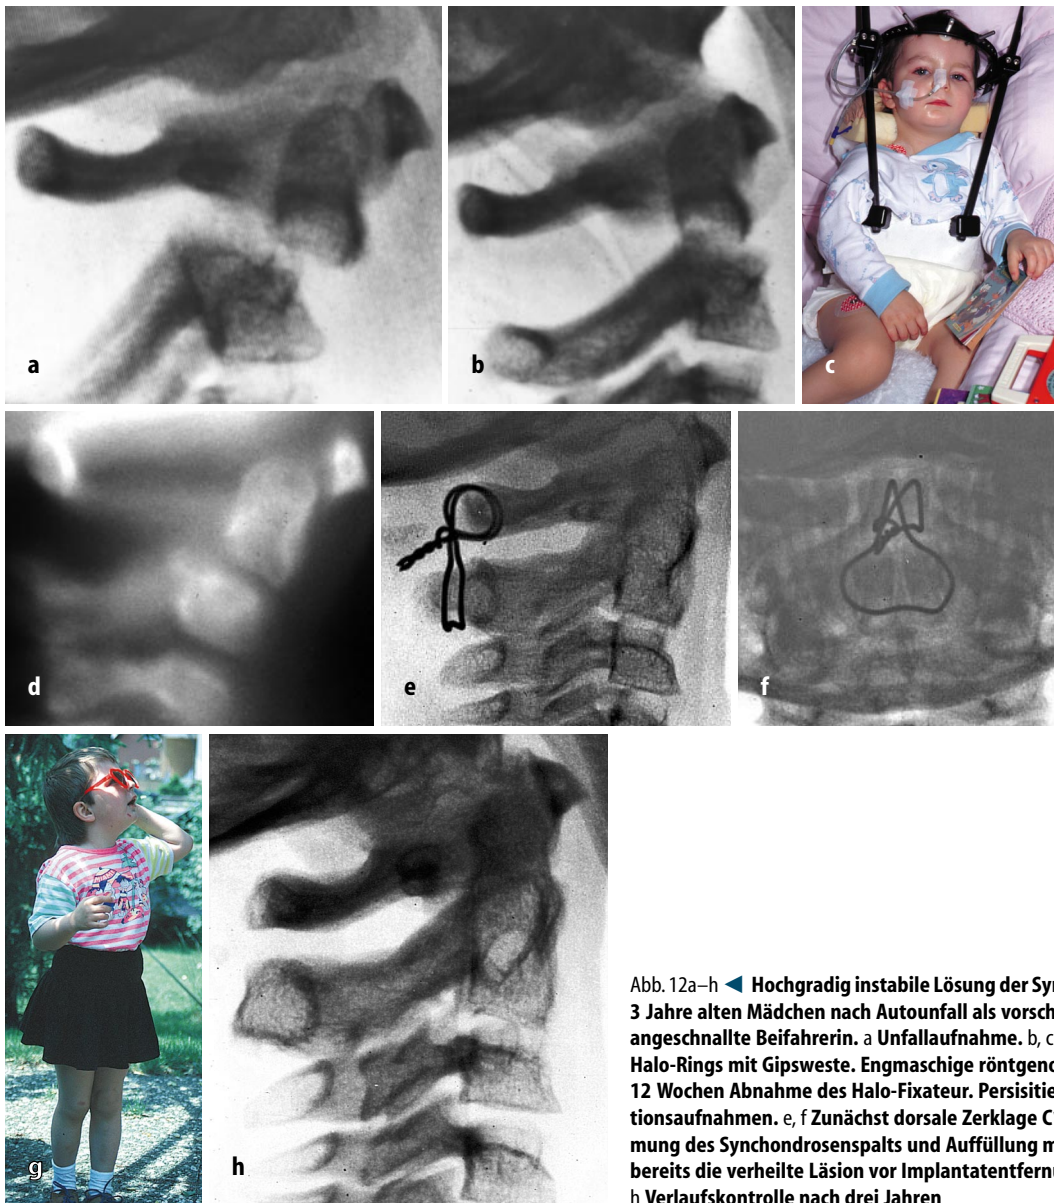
h ◀ Hochgradig instabile Lösung der Synchondrose des Dens bei einem 3 Jahre alten Mädchen nach Autounfall als vorschriftsmäßig in einem Kindersitz angeschnallte Beifahrerin. a Unfallaufnahme. b, c Reposition und Anlage eines Halo-Rings mit Gipsweste. Engmaschige röntgenologische Kontrollen. d Nach 12 Wochen Abnahme des Halo-Fixateur. Persistierende Instabilität in Funktionsaufnahmen. e, f Zunächst dorsale Zerklage C1/C2, dann von ventral Ausräumung des Synchondrosenspalts und Auffüllung mit Spongiosa. Das Bild zeigt bereits die verheilte Läsion vor Implantatentfernung. g Klinisches Ergebnis. h Verlaufskontrolle nach drei Jahren
